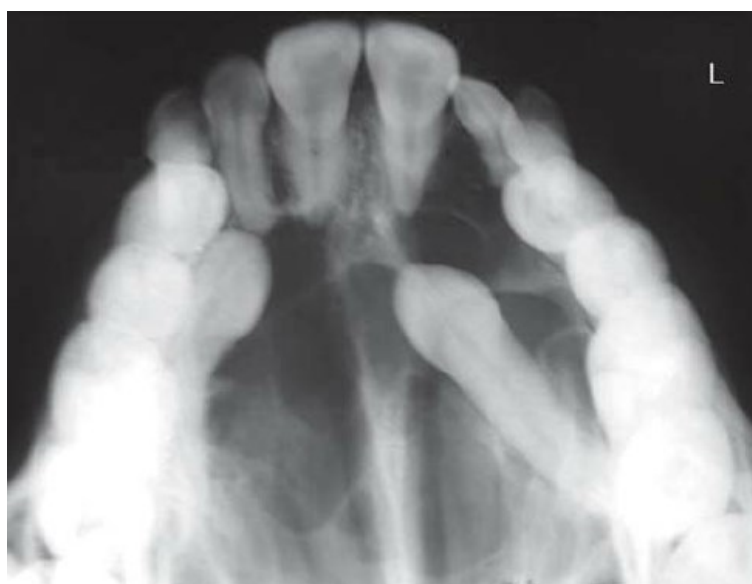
Radiografia oclusal. (Fonte - [https://www.researchgate.net/profile/Sunil\\_Mishra4/publication/272680137/figure/fig3/AS:294941004713989@1447330823641/Occlusal-radiograph-showing-large-multilocular-radiolucency-with-scalloped-borders.png](https://www.researchgate.net/profile/Sunil_Mishra4/publication/272680137/figure/fig3/AS:294941004713989@1447330823641/Occlusal-radiograph-showing-large-multilocular-radiolucency-with-scalloped-borders.png))
